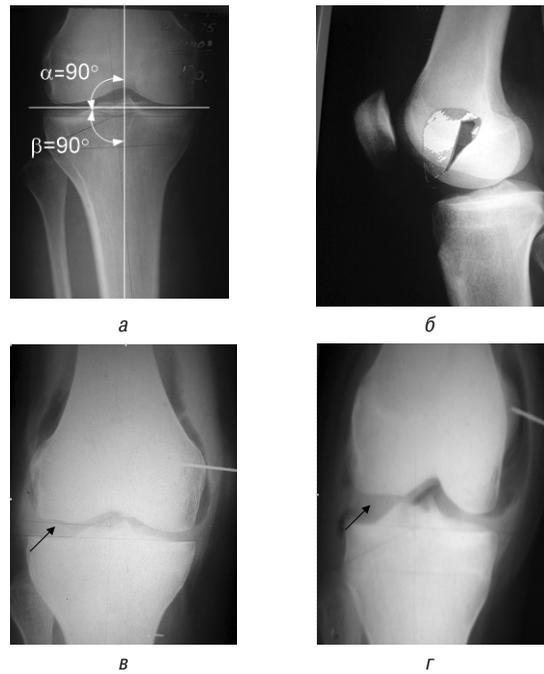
Фотоотпечатки рентгенограмм пациентки О., и.б. № 56746 (дискоидный наружный мениск правого коленного сустава, 1974):  $\alpha$  — бедренно-базисный угол,  $\beta$  — базисно-большеберцовый угол: а) прямая; б) боковая проекции; в, г) артропневмограммы
